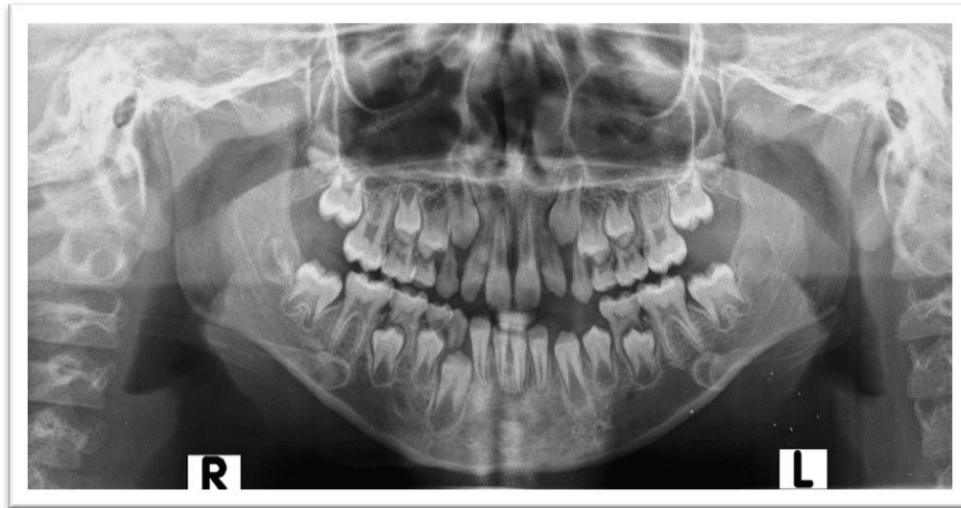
12avo control. Radiografía Panorámica.
